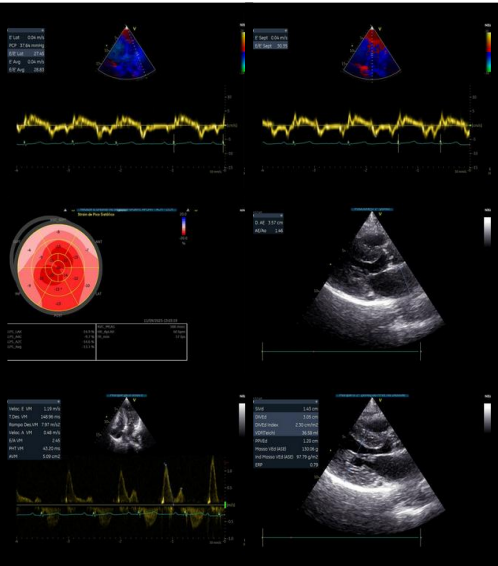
Ecocardiograma da paciente. Observa-se aumento da espessura das paredes do ventrículo esquerdo associado aumento do átrio esquerdo e disfunção diastólica grau III (padrão restritivo). Nota-se redução do strain global longitudinal do ventrículo esquerdo reduzido.
